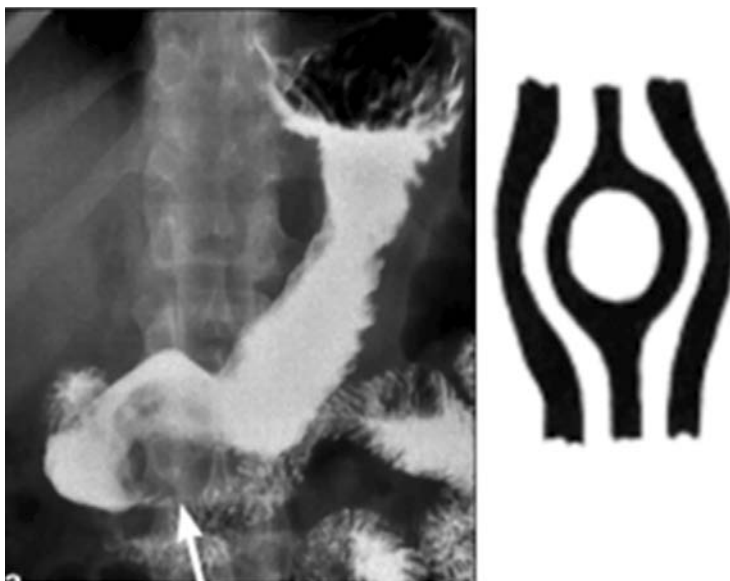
Рентгенологическое исследование: центральный дефект заполнения овальной формы с четкими ровными контурами, гладкой поверхностью, складки слизистой оболочки не обрываются, а обходят дефект заполнения; нарушения эластичности нет [7, 8]
